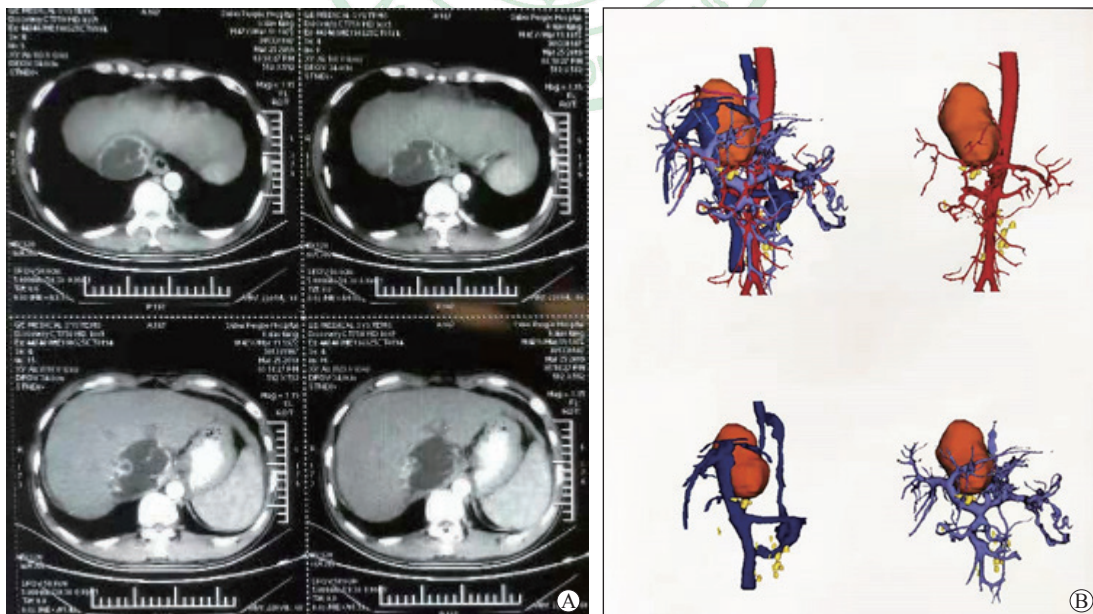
增强CT检查(A)及三维重建(B)示肿瘤与周围大血管关系密切
